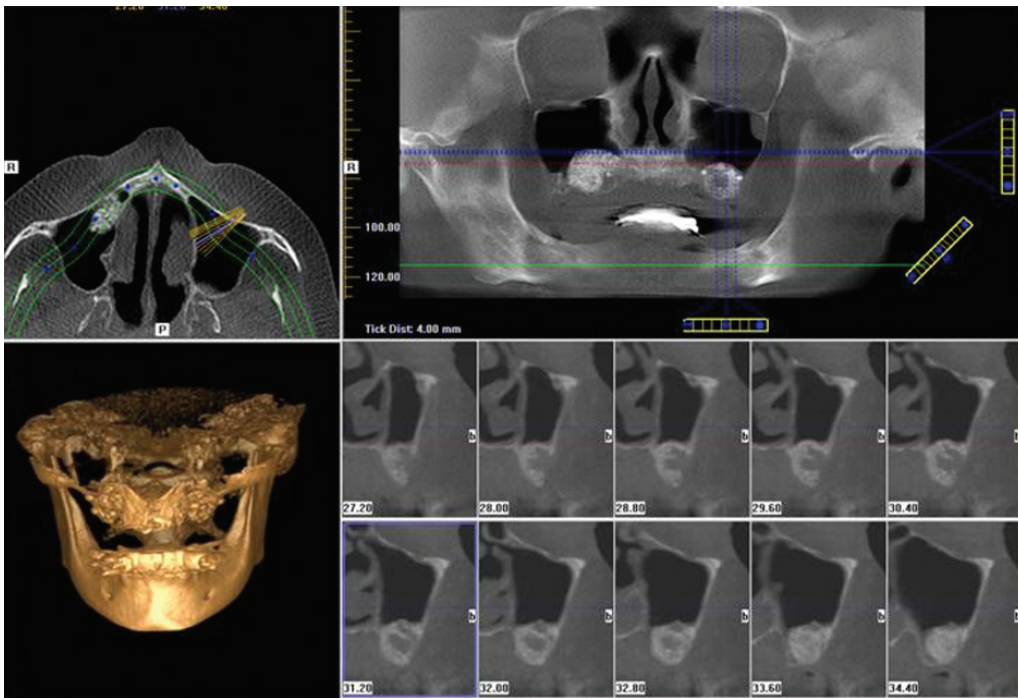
Цифровая объемная томограмма. Специализированная программа для планирования дентальной имплантации, позволяющая оценить все размеры дефекта зубного ряда и плотность костной ткани в месте предполагаемой имплантации
